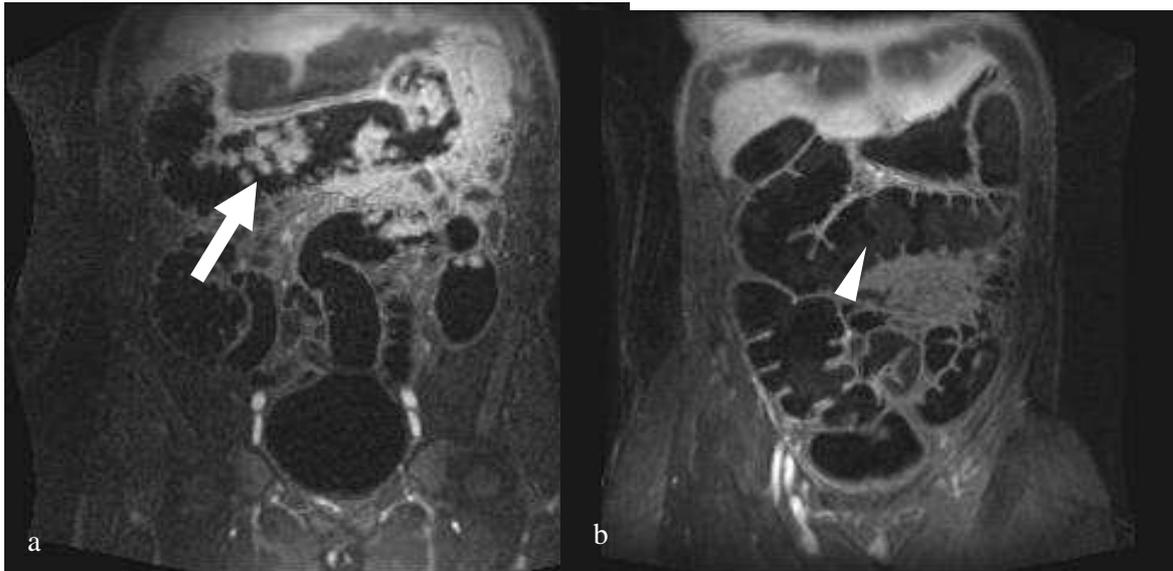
Marcatura fecale RM-lume nero. L'esame RM eseguito senza pulizia intestinale (a) dimostra la presenza di multipli residui fecali iperintensi nel lume colico (freccia). L'esame eseguito senza pulizia intestinale ma dopo marcatura fecale tramite Bario per os (b) dimostra l'omogeneizzazione dell'intensità dei residui fecali con il lume colico nero (punta di freccia).
